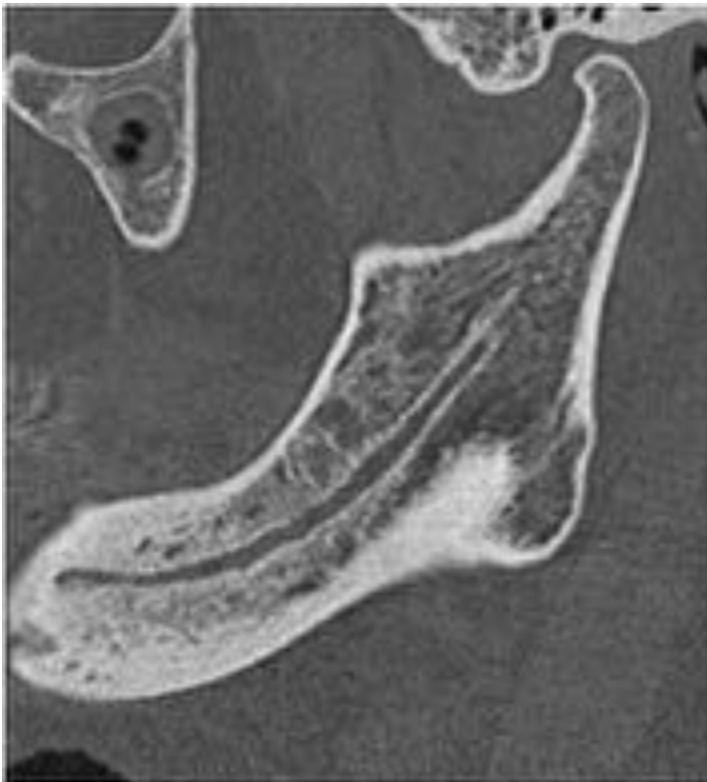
Fig 3. TC Reconstrucción sagital que muestra esclerosis medular en el cuerpo mandibular con estenosis del canal dentario inferior.
